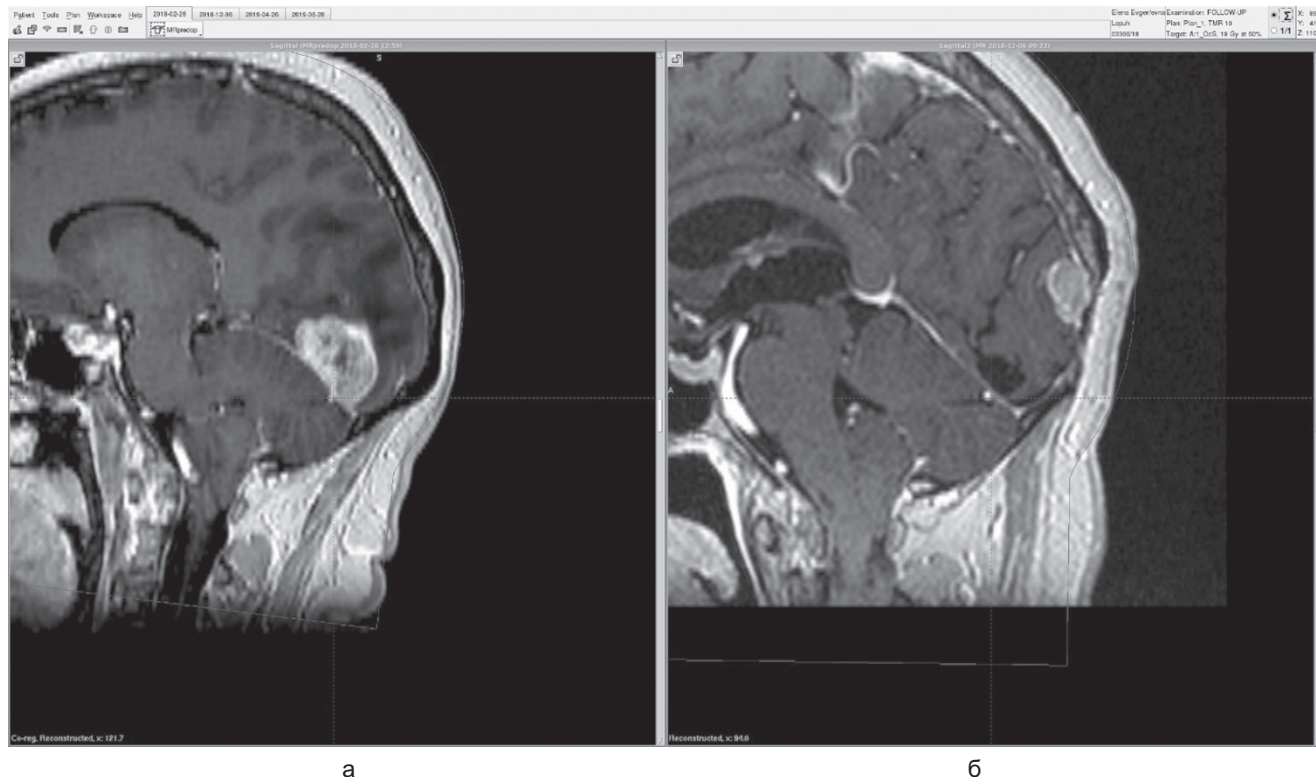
Данные первичного исследования в 2018 г. (а) и контрольного МРТ ГМ с КУ в 2022 г. (б)
